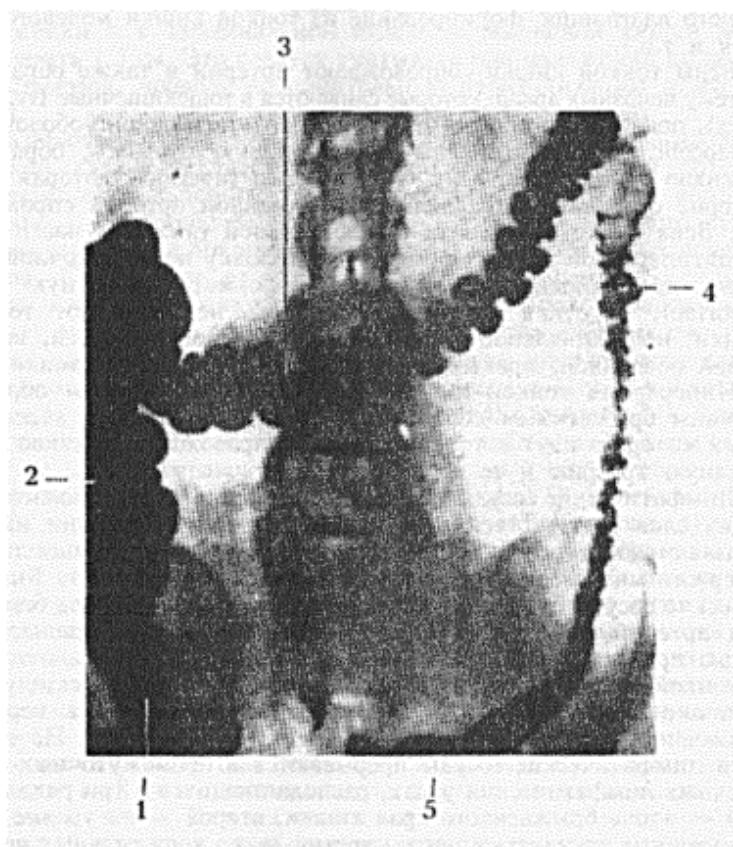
Рентгенограмма толстой кишки:
